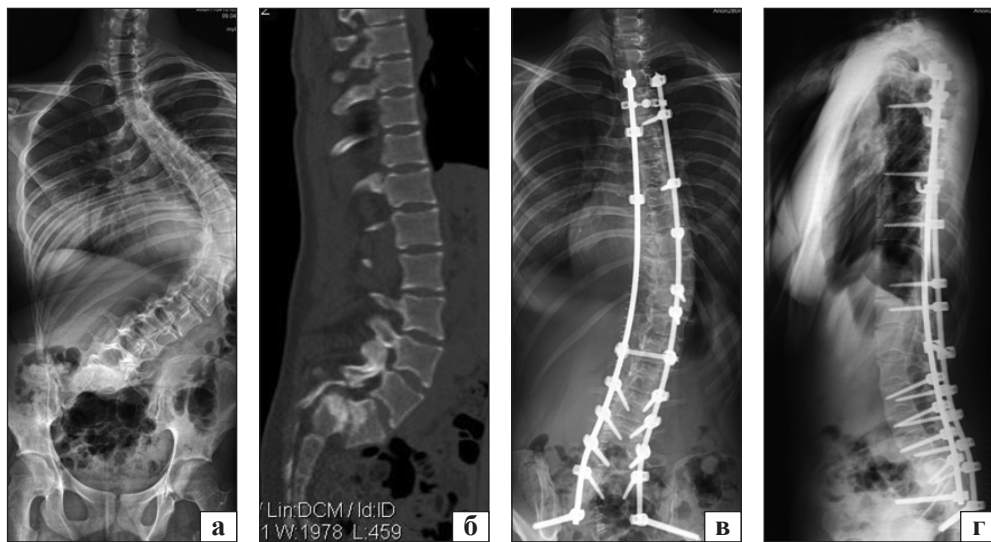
Рентгенограма (а) та комп'ютерна томограма (б) пацієнтки віком 16 років зі спондилоптозом та лівобічним груднопоперековим сколіозом до хірургічного втручання та після полісегментарної корекції сколіотичної деформації та вправлення спондилолістеза з використанням інтроопераційної дистракції. Протяжність спондилодезу Th₁₂ – таз. Спондилоптоз вправлений до I ступеня за Meyerding (в, г)
